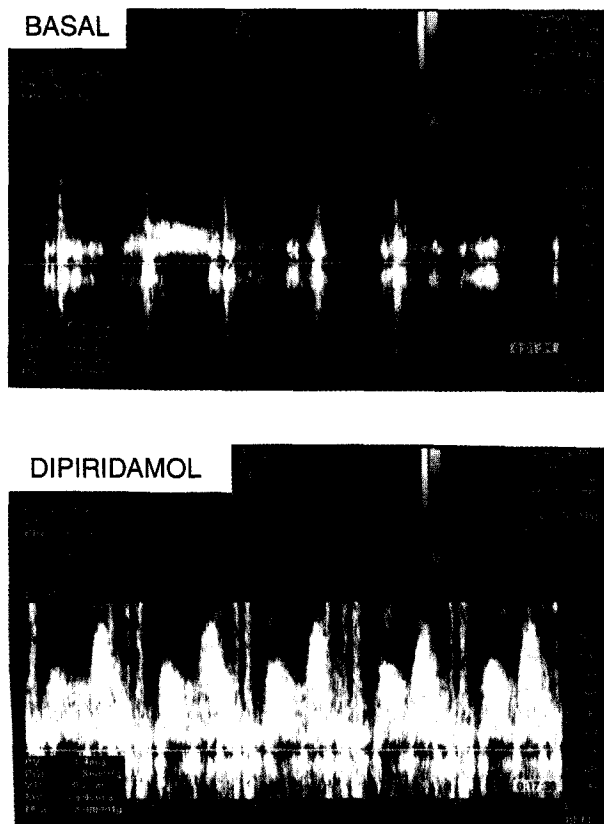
Doppler espectral del flujo de la arteria descendente anterior con velocidad diastólica basal de 45 cm/seg y que al finalizar la administración de 0,84 mg/kg/min de dipiridamol en 4 minutos se incrementó a 140 cm/seg con una reserva coronaria calculada de 3,11 (excepcionalmente se realizó la corrección del ángulo).
